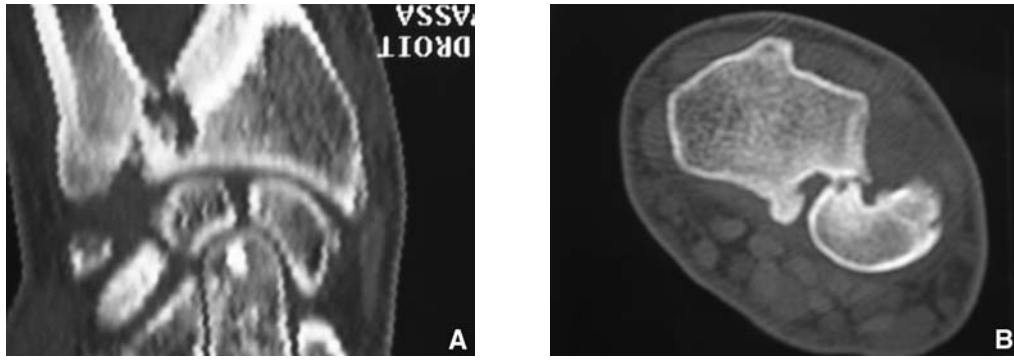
Évaluation tomographique d'un cal vicieux du radius distal avec incongruence radio-ulnaire distale.
